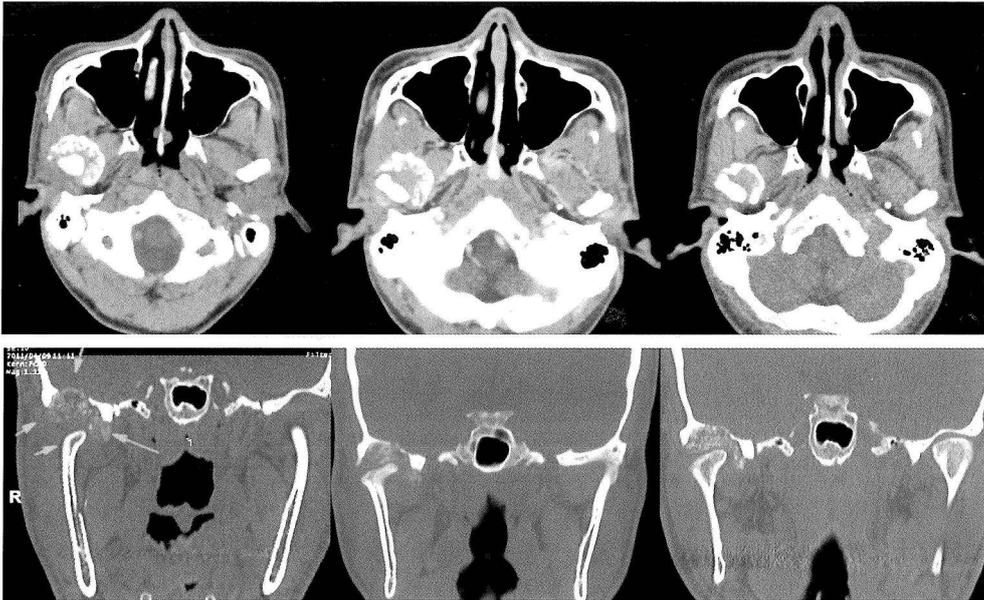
CT所見 200A+3年(左)、200A+6年(中央)、200A年+9年(右)、上段:横断面、下段:冠状面。上段では明らかに病巣範囲の縮小が示される。
